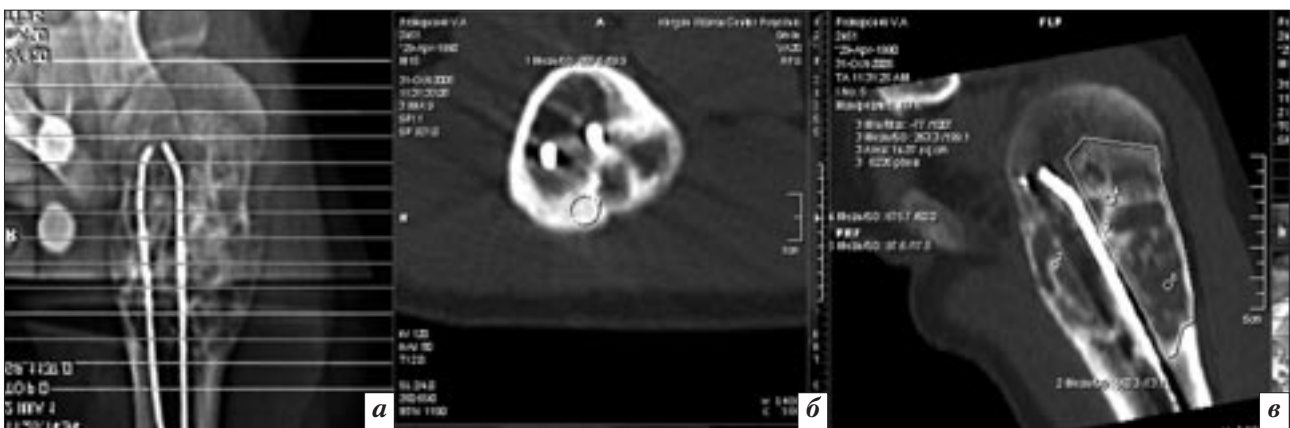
Тот же больной. Через семь месяцев после чрескостного остеосинтеза и внутрикостного армирования. КТ: топограмма (а), аксиальные срезы (б), MPR (в).
